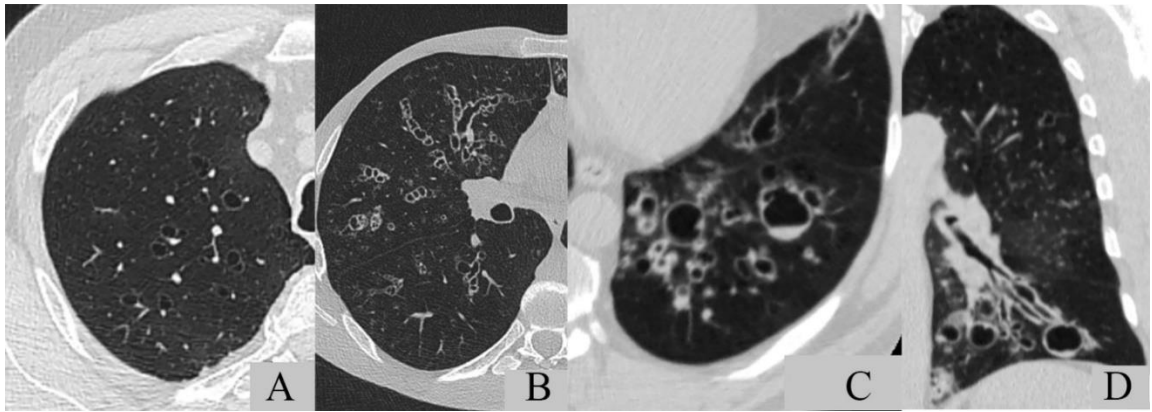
Categoriile morfologice de bronșiectazii identificate la HRCT torace
